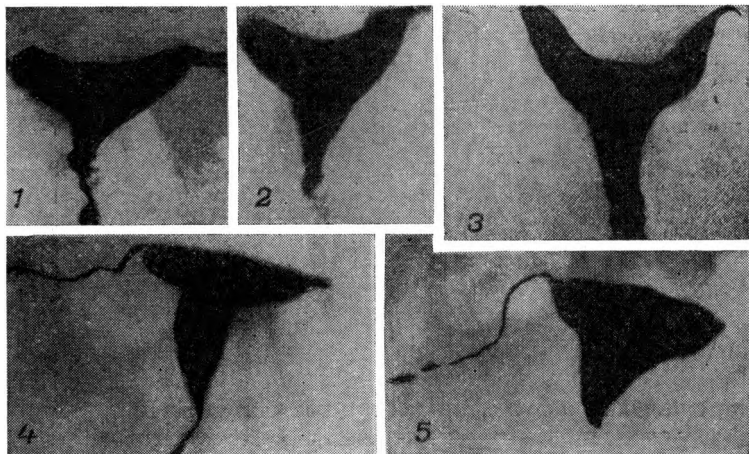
Рентгенографические картины, свидетельствующие о перистальтике матки (по Schultze — Rhonhof).
